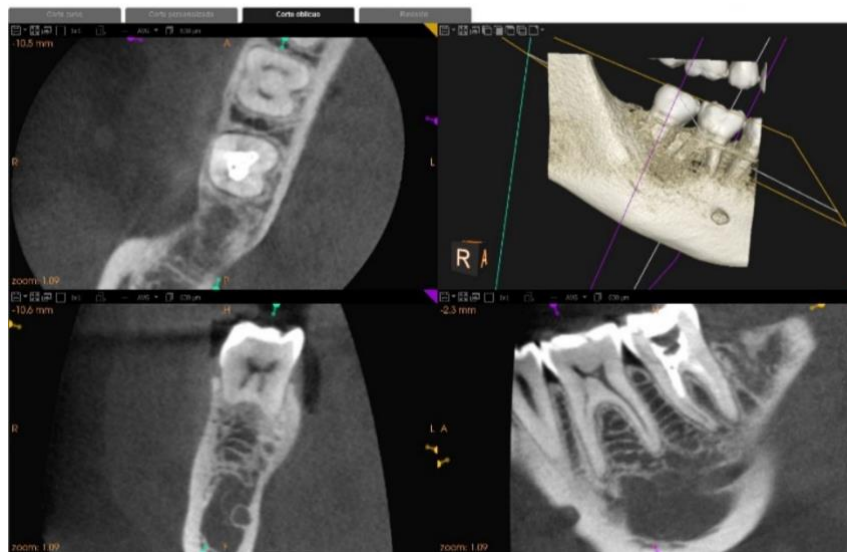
Tomografía computarizada de haz cónico en corte oblicuo vista axial, sagital y coronal tomada en el Centro Dental Docente de la Universidad Peruana Cayetano Heredia Sede San Isidro en el año 2019.
